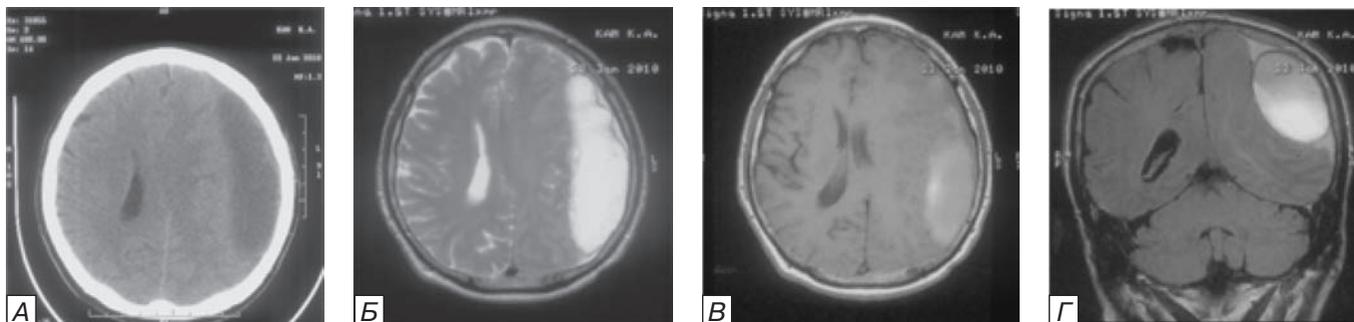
Хроническая субдуральная гематома в левой лобно-височно-теменной области объемом 160 см³. А) КТ головного мозга. Аксиальный срез. В левой лобно-теменно-височной области визуализируется неоднородная серповидная зона пониженной плотности 23-25 ед.Н. Смещение срединных структур на 18 мм вправо. Конвекситальные борозды левого полушария сглажены. Левый боковой желудочек деформирован. Б) МРТ головного мозга. Т2-ВИ. Аксиальная проекция. В левой лобно-теменно-височной области визуализируется серповидная зона повышенного МР-сигнала (хроническая гематома), окруженная гипоинтенсивной капсулой. В) МРТ головного мозга. Т1-ВИ. Аксиальная проекция. В левой лобно-теменно-височной области визуализируется серповидная зона неоднородного МР-сигнала с высокоплотными включениями, характерными для высокобелкового содержимого. Г) МРТ. FLAIR. Фронтальная проекция. Хроническая гематома в левой лобно-теменно-височной области представлена четко ограниченным от вещества мозга округлым образованием неоднородного МР-сигнала с эффектом седиментации (сверху — изоинтенсивный за счет меньшего содержания белка, снизу — гиперинтенсивный за счет оседания белковых молекул в полости гематомы). Капсула гематомы — гипоинтенсивный ободок по периферии. Между капсулой гематомы и веществом мозга — зона слабогиперинтенсивного сигнала за счет повышенного содержания белка в ЦСЖ.
